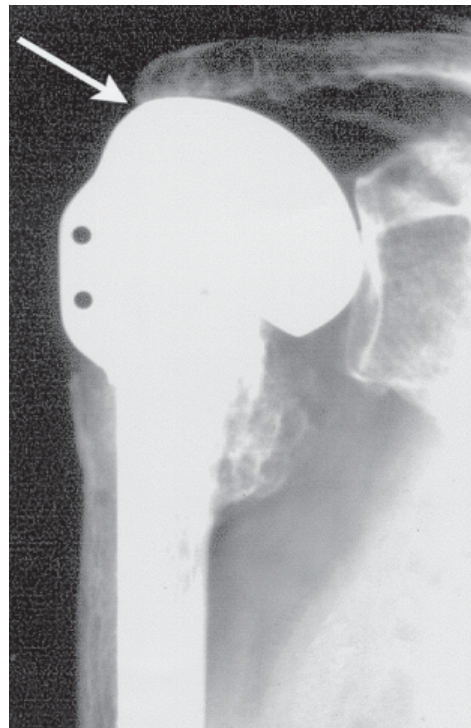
Radiografia de frente, ombro direito, de prótese com aleta a 90 graus, visão frontal, onde se verifica a ascensão da prótese, com contacto da mesma com o osso acrômio (seta)
